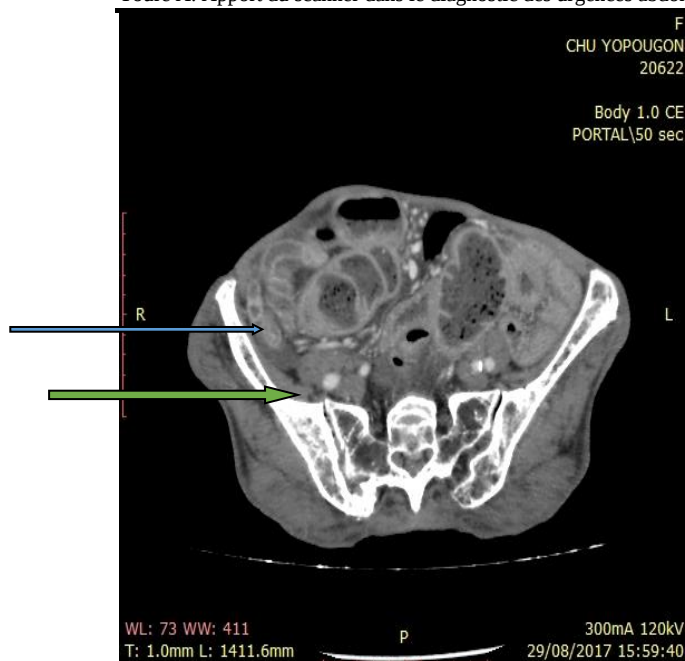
Coupe axiale TDM au temps veineux après injection de produit de contraste mettant en évidence un appendice médio-caecal épaissi à 10,3 mm de grand diamètre (flèche bleu) avec infiltration de la graisse péritonéale péri appendiculaire et une dilatation du coecum (flèche verte) chez une patiente de 28 ans : appendicite aigüe.
